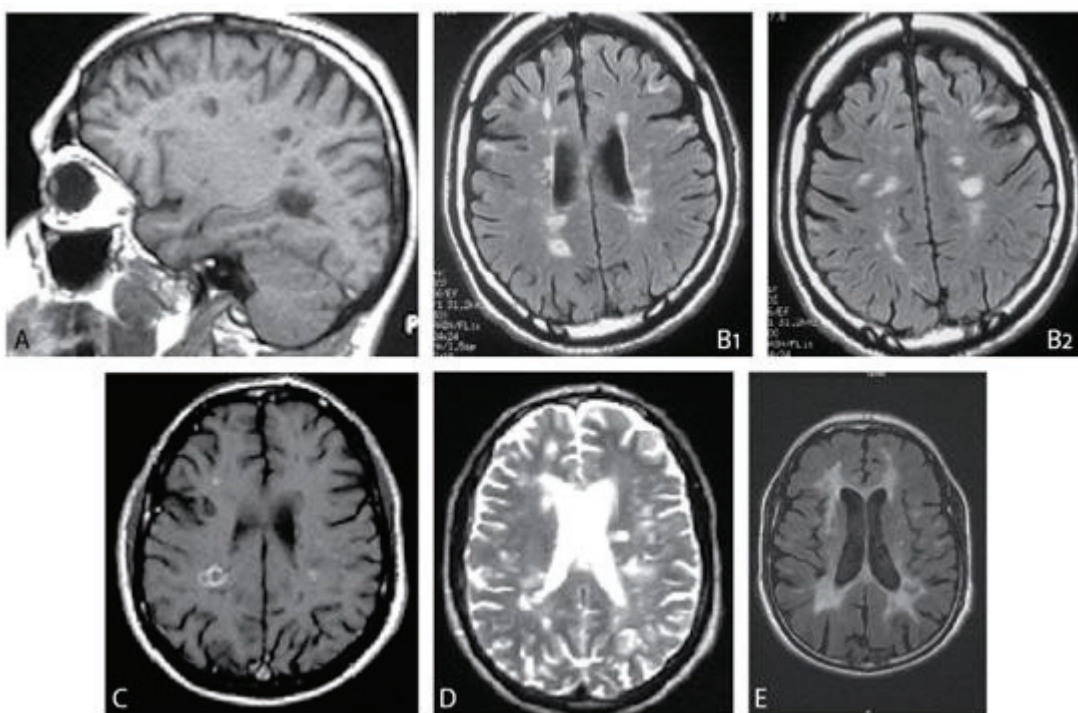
IRM cérébrale en coupes sagittale (A) et axiales (B1, B2, C, D, E) montrant des lésions de SEP
